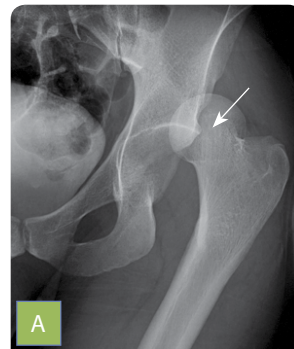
На рентгенограмах задній вивих стегна А — тип 1; Б — тип 2
